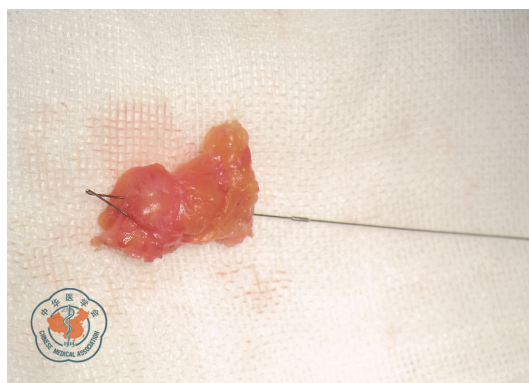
乳腺肿物切除术中医师在超声引导下将乳腺定位针导丝置入患者乳腺病灶内
